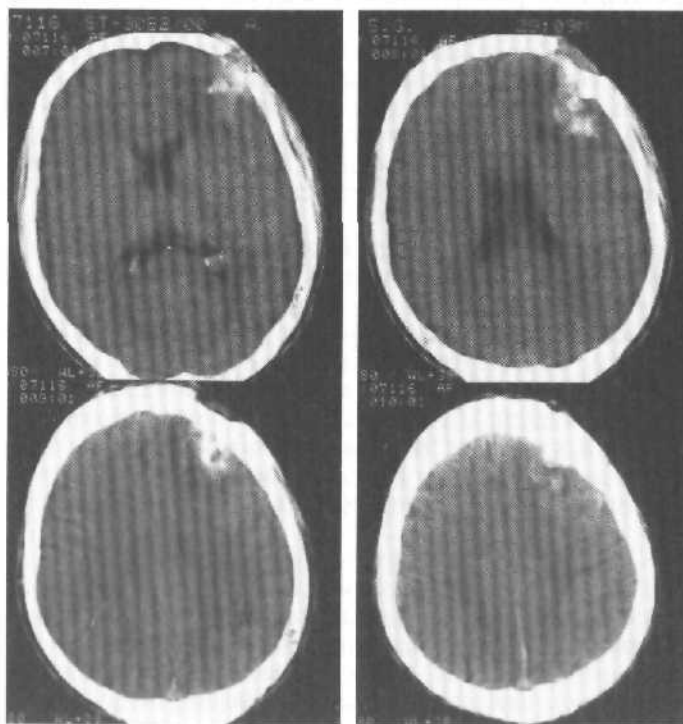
Компьютерные томограммы; аксиальные срезы. Очаг разможнения в левой лобной доле при вдавленном переломе у 30-летнего пострадавшего.
